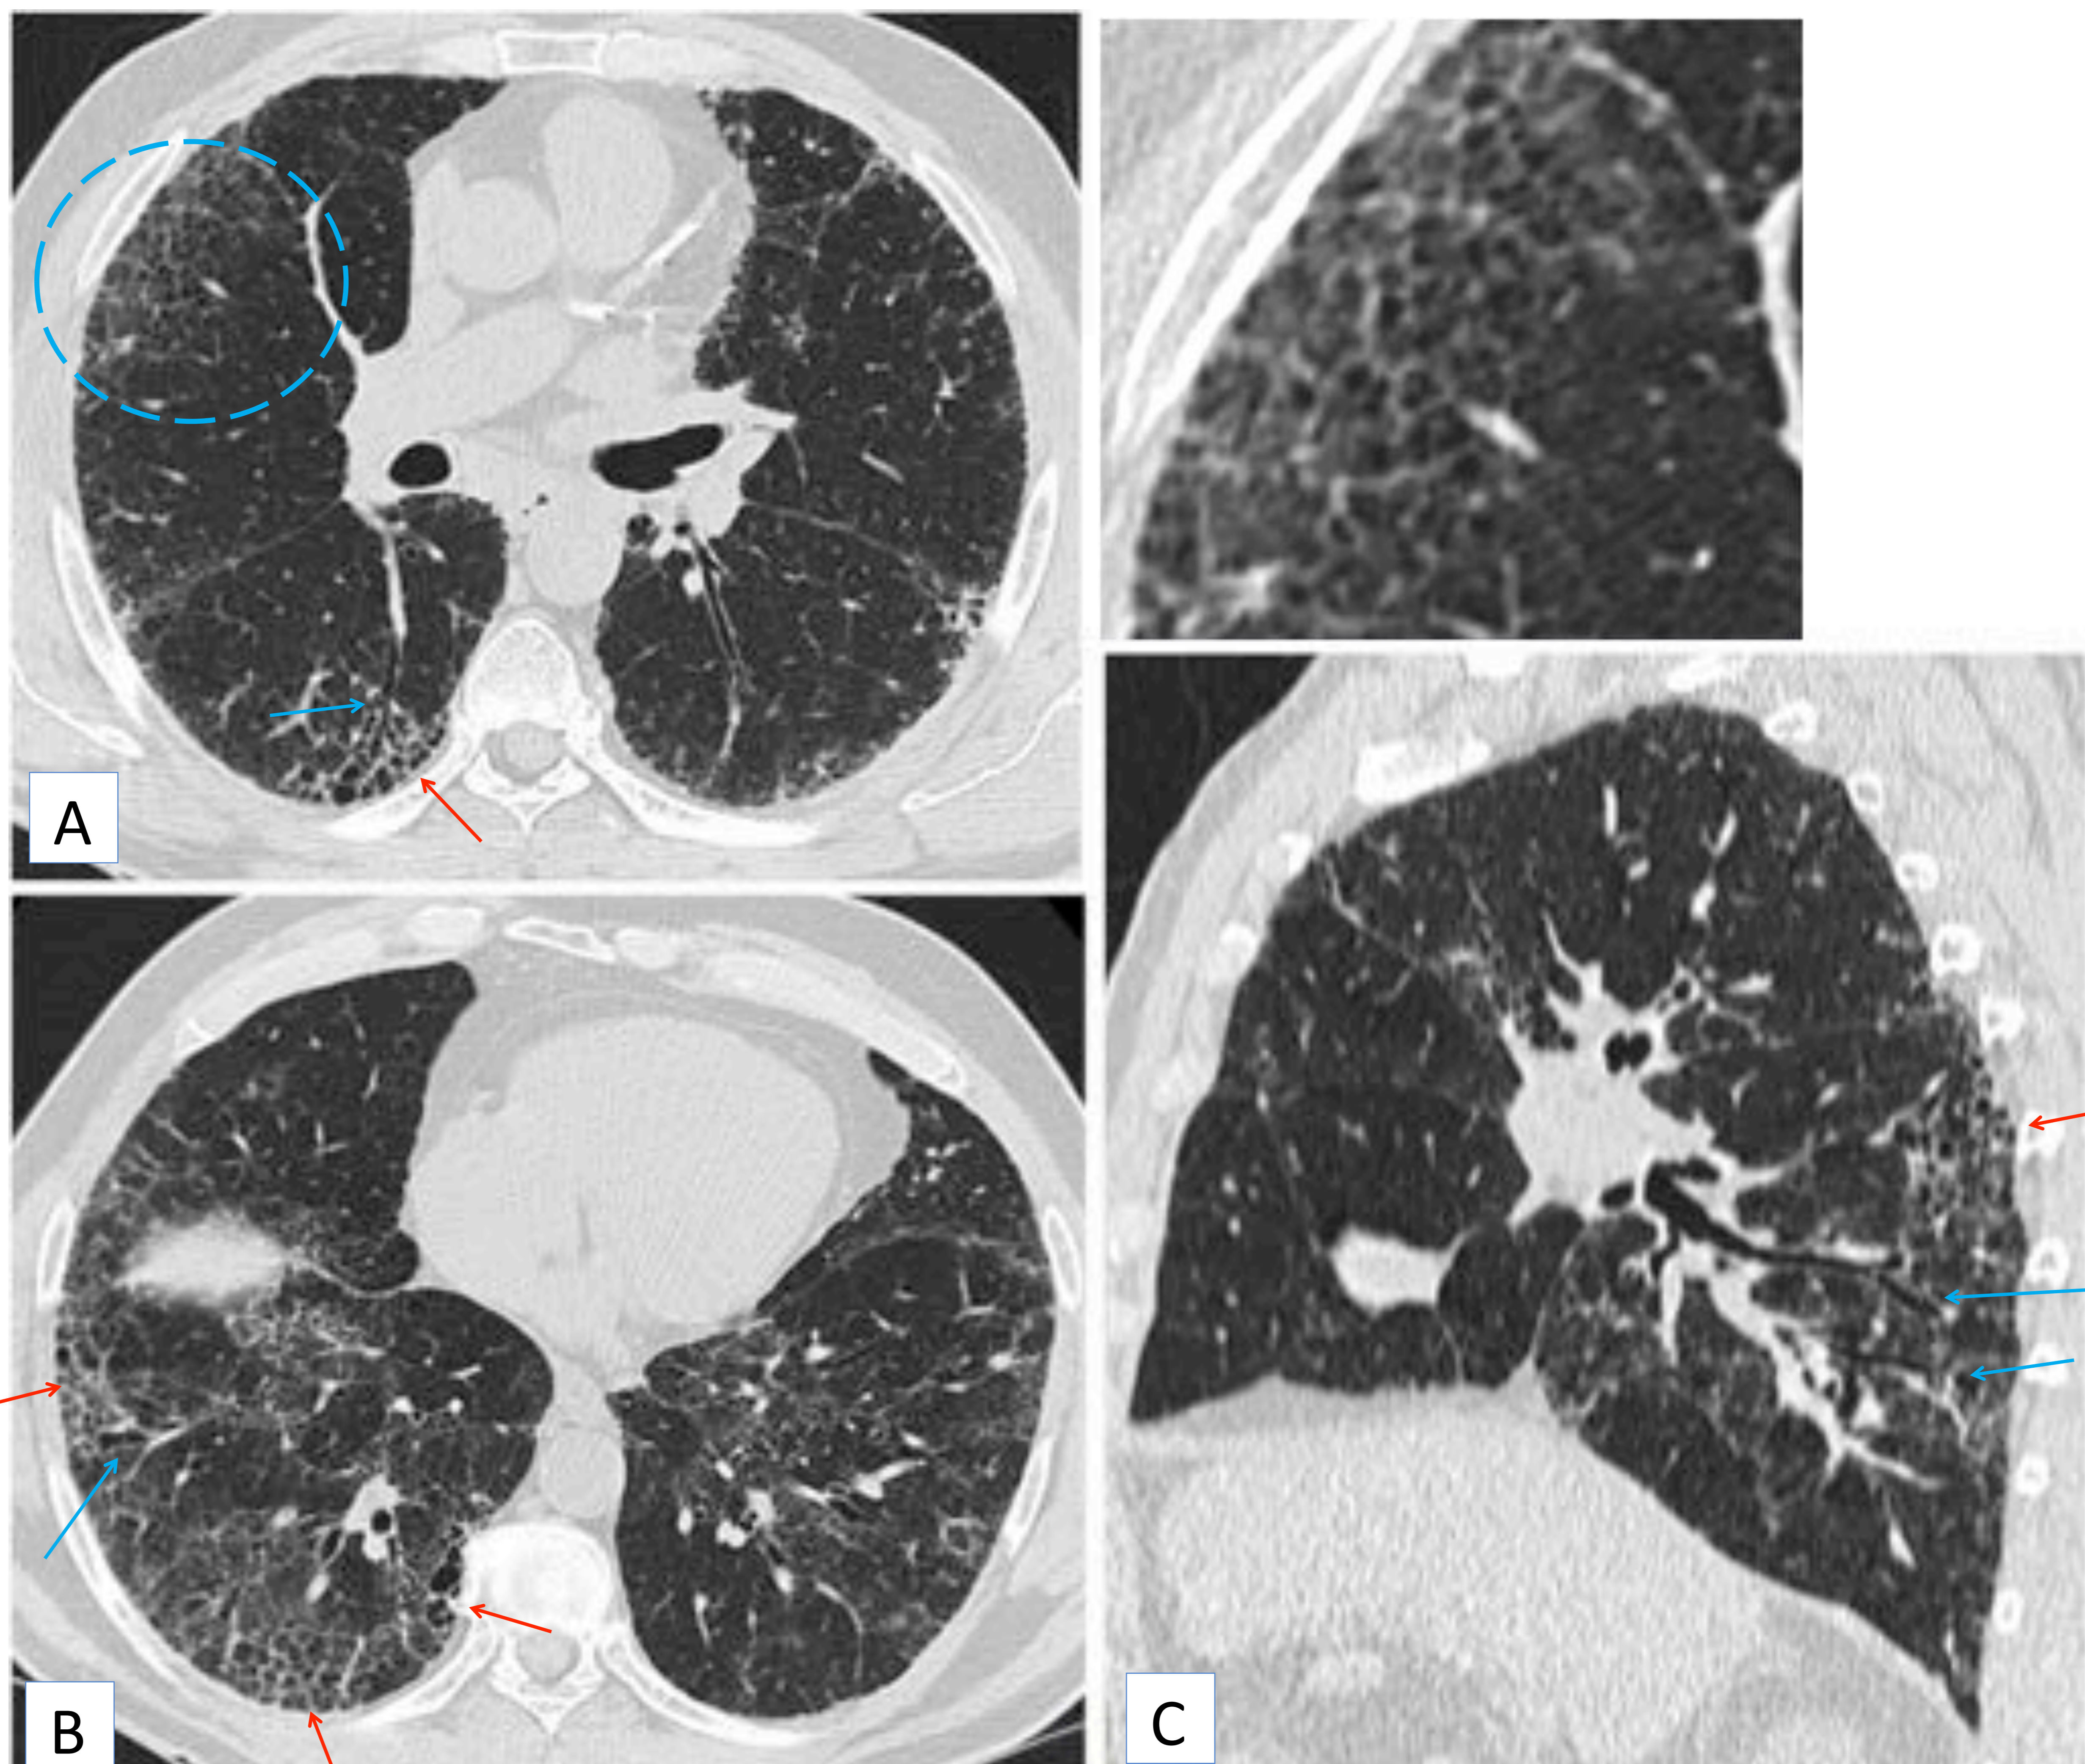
Paciente con patrón NIU. Imágenes de TC de tórax en plano axial (A y B) y sagital (C). Se observa un patrón en panal (flechas rojas), patrón reticular, alguna bronquiectasia por tracción (flechas azules) y áreas de vidrio deslustrado que coinciden con las zonas de fibrosis (se aprecia mejor en la imagen magnificada). Servicio de Radiodiagnóstico. HU Virgen de las Nieves (Granada).
